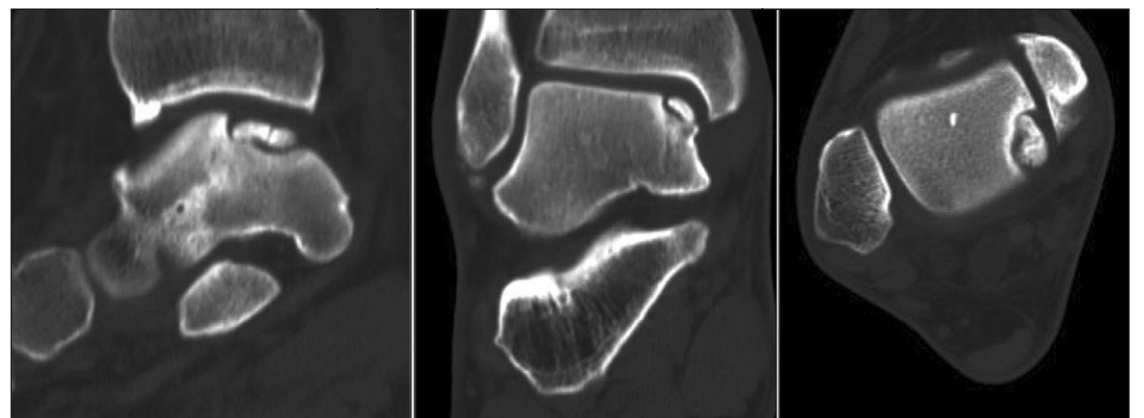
Immagini TC che evidenziano la lesione osteocondrale con frammentazione, perdita di sostanza e conseguente alterazione del profilo articolare astragalico
